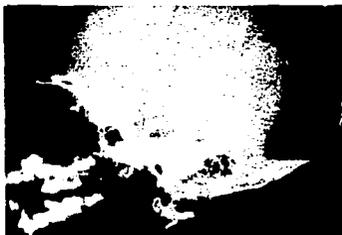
Radiografía que muestra la colocación de un sistema de derivación en el cráneo.
